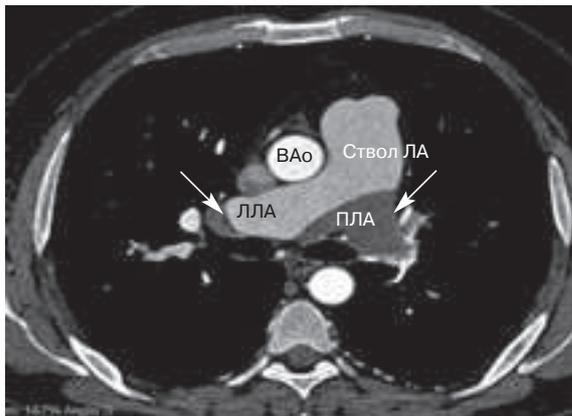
Компьютерная томография сердца и легочной артерии с контрастированием. Стрелками указаны массивный тромб в левой легочной артерии (ЛЛА) и правой легочной артерии (ПЛА).
